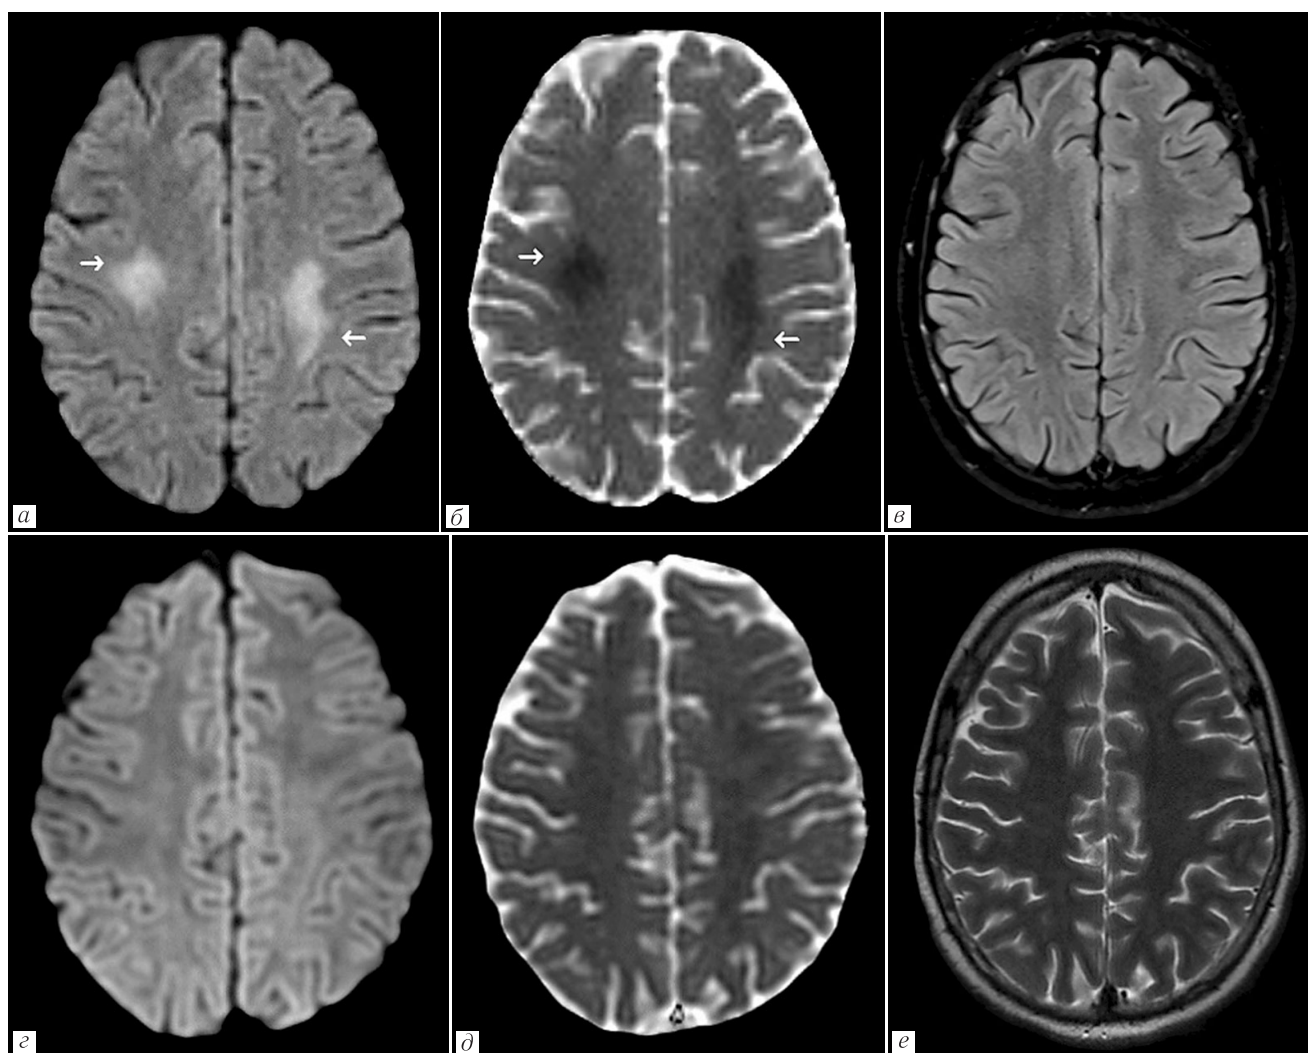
Пациент С. Первичная МРТ (*а, б, в*) — зоны ограничения диффузии на ДВИ (*а*) и ИКД (*б*) в семиовальных центрах (стрелки), без патологического сигнала на Т2-ВИ (*в*); МРТ в динамике через 24 часа (*г, д, е*) — полный регресс ранее выявленных изменений на ДВИ (*г*) и ИКД (*д*), без изменений на Т2-ВИ (*е*)
